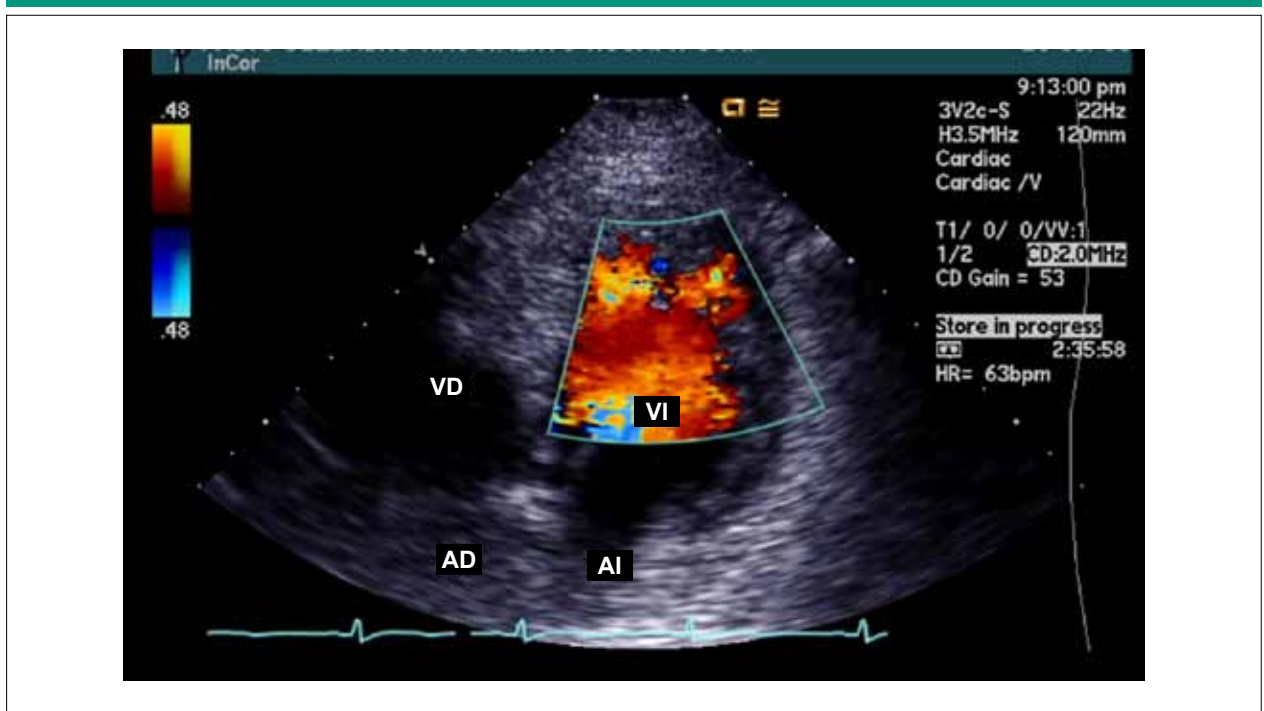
Ecocardiograma, imagen apical cuatro cámaras, demostrando trabeculaciones y recesos intertrabeculares en el ventrículo izquierdo. Por el doppler color se verifica el flujo en las trabéculas.
